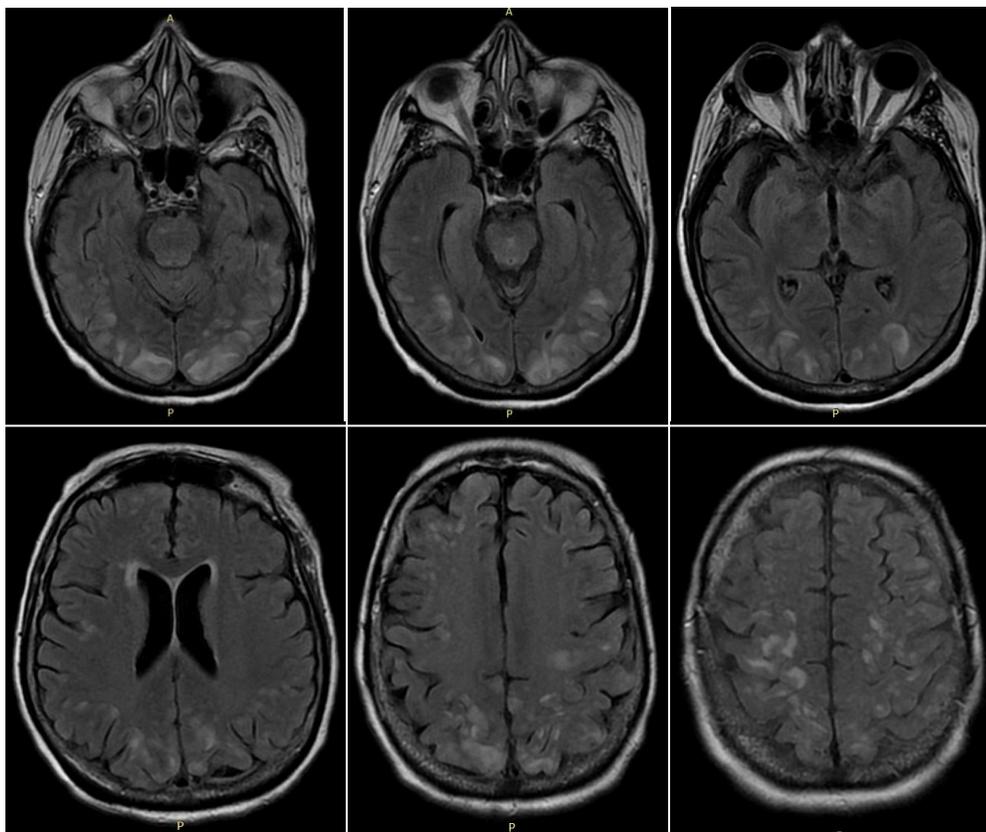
IRM de cráneo muestra lesiones hiperintensas difusas subcorticales y corticales simétricas en T2 FLAIR con involucro de los lóbulos occipital, parietal, frontal y tallo cerebral.
